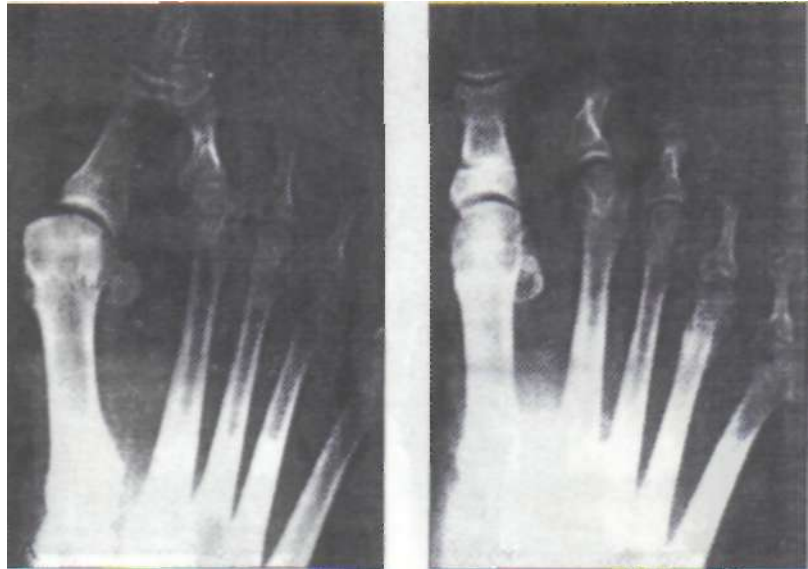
Ejemplo de una deformidad media del hallux abducto valgus. A. Radiografía del preoperatorio. B. El mismo paciente 1 años después de la operación.
